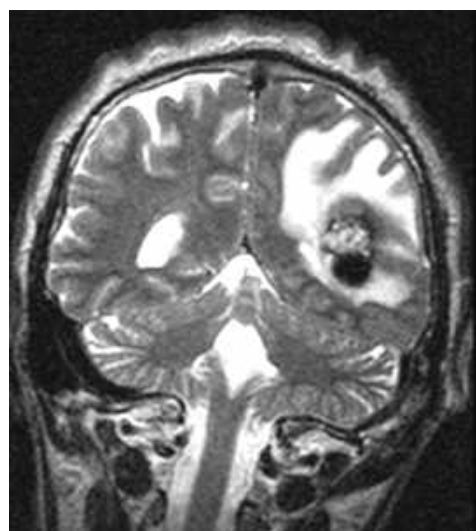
МРТ головного мозку (T2 ЗЗ, коронарний зріз) через один рік після сеансу радіохірургії (спостереження №100, хворий Ч-з, історія хвороби №28565).
